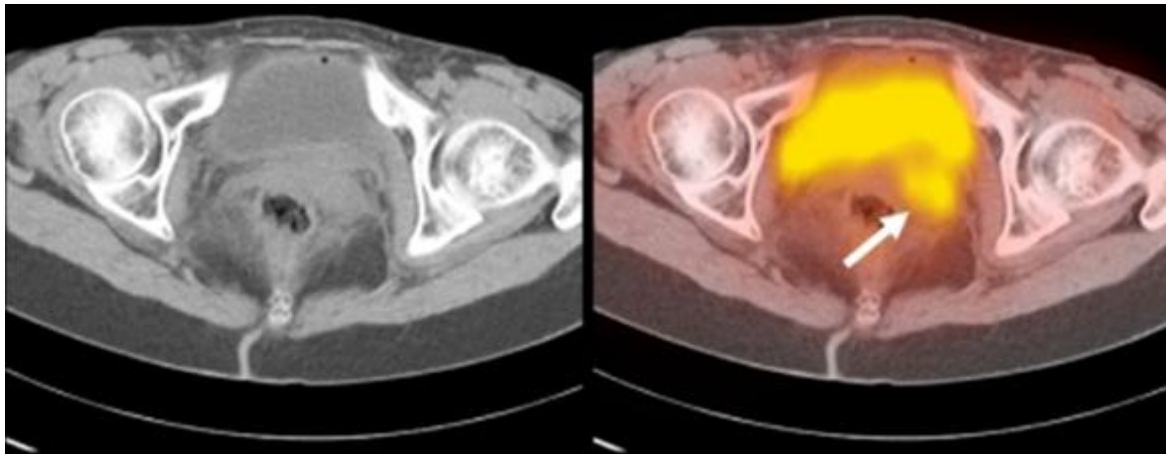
Imagen perirrectal sospechosa de recidiva local en la TC, confirmada por TC-PET con 18FDG
